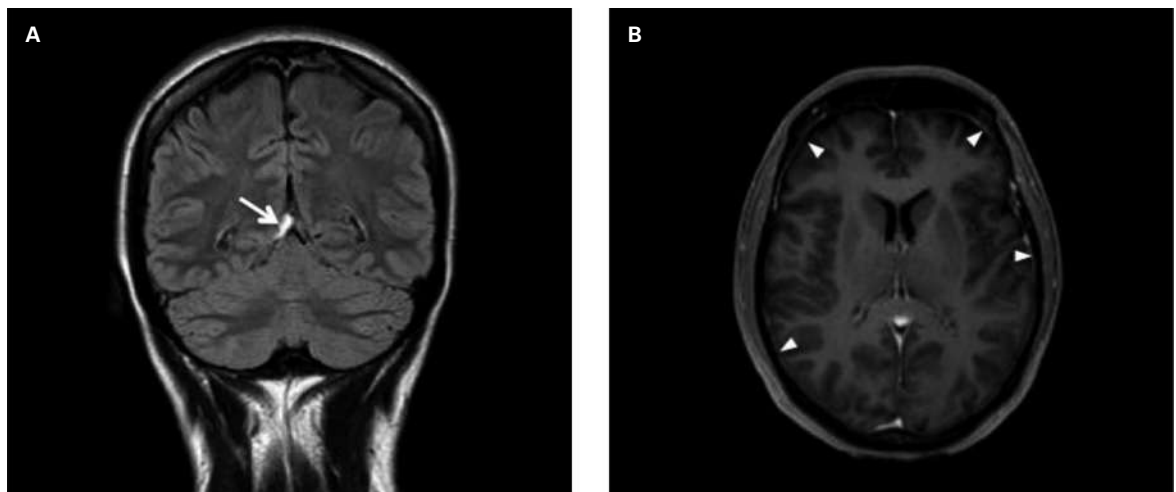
MRI des Gehirns am zwölften Tag nach Lumbalpunktion. MRI des Gehirns, coronare FLAIR-Sequenz. Rückbildung des Subduralhämatoms (A, Pfeil). Kontrastmittel-verstärkte axiale T1-Sequenz (T1 3D TFE). Nur noch zartes meningeales Enhancement (B, Kopfpfeil).
